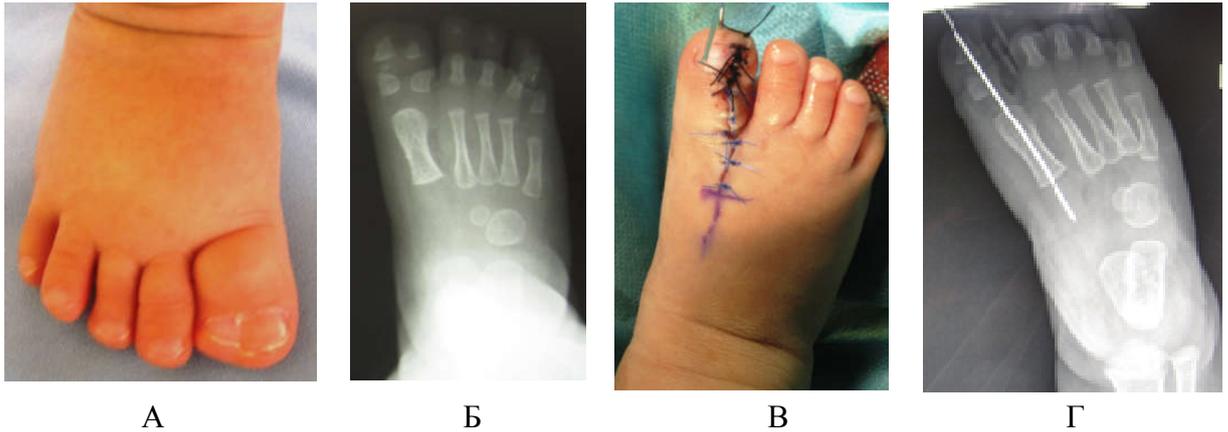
Хирургическое лечение удвоения первого пальца. Пациентка А., 1 год. Фото стопы до операции (А), рентгенограмма стопы до операции (Б), фото стопы после оперативного лечения (В), рентгенограмма стопы после оперативного лечения (Г)
